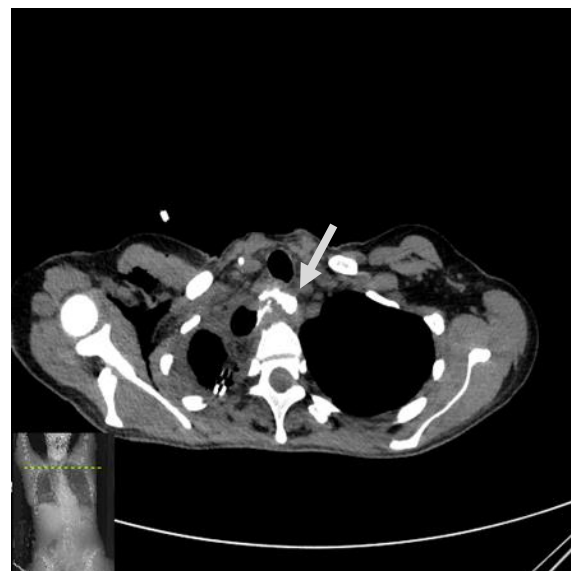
Пациент К., 54 года. МСКТ органов грудной клетки с пероральным контрастированием. Аксиальная проекция. Негерметичность эзофагогастроанастомоза с формированием отграниченного затека (указана стрелкой)
